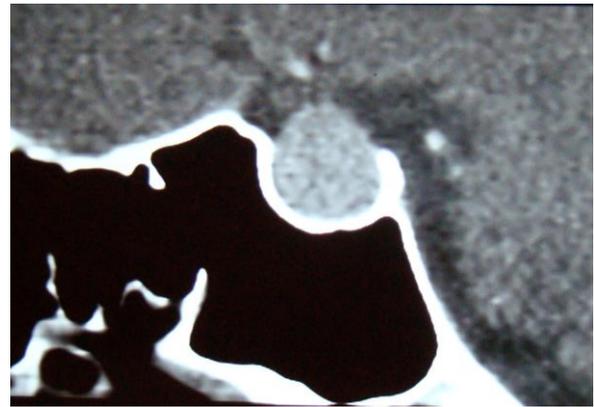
2: Imagen de RMN que muestra características de lesión con elevación de quiasma e imagen lateral de TAC que muestra lesión y características del seno esfenoidal
